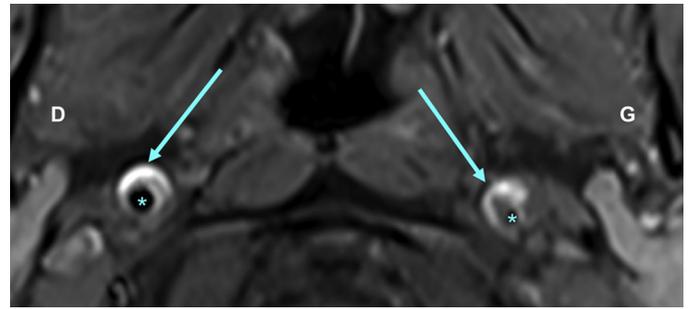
Angio-IRM des troncs supra-aortiques, coupe axiale, signal T1 avec saturation du signal graisseux (Fat Sat). Dissection artérielle carotidienne interne bilatérale avec visualisation des hématomas intrapariétaux (flèches) et des lumières artérielles résiduelles (astérisques).
